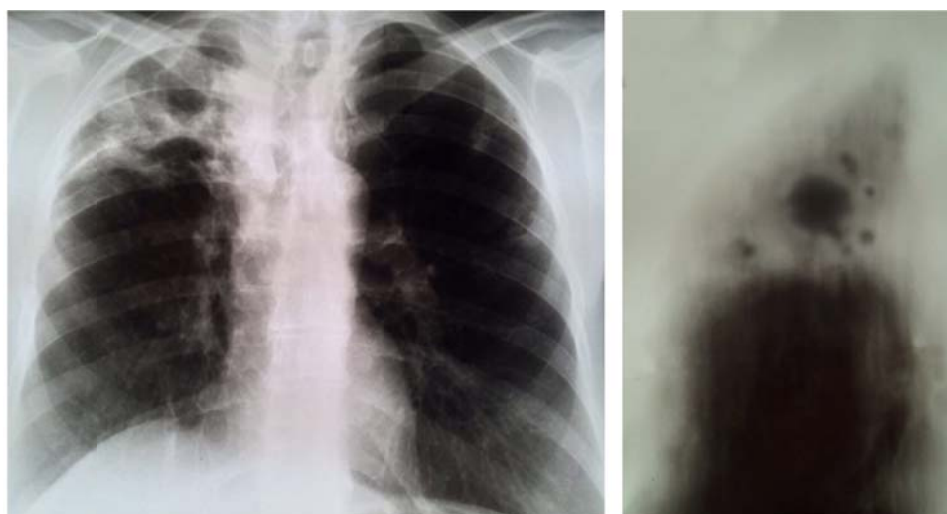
Рентгенограмма органов грудной клетки и томограмма верхних отделов правого легкого пациентки М.Т. на момент выявления ТБ легких (определяется инфильтрация в верхних отделах правого легкого, полости деструкции размером до 6 см, очаги в левом легком)
